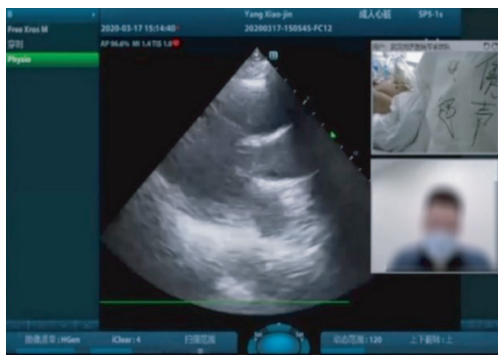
床旁远程超声会诊检查,会诊端实时显示超声图像(左)、床旁超声医师手部操作(右上)及会诊专家(右下)
